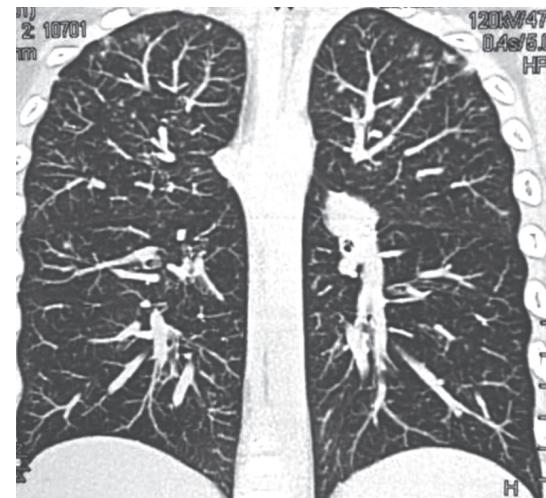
Пациент, 6 лет. Компьютерная томография грудной клетки 19.07.2012: появление множественных двусторонних очагов в верхних отделах легких
